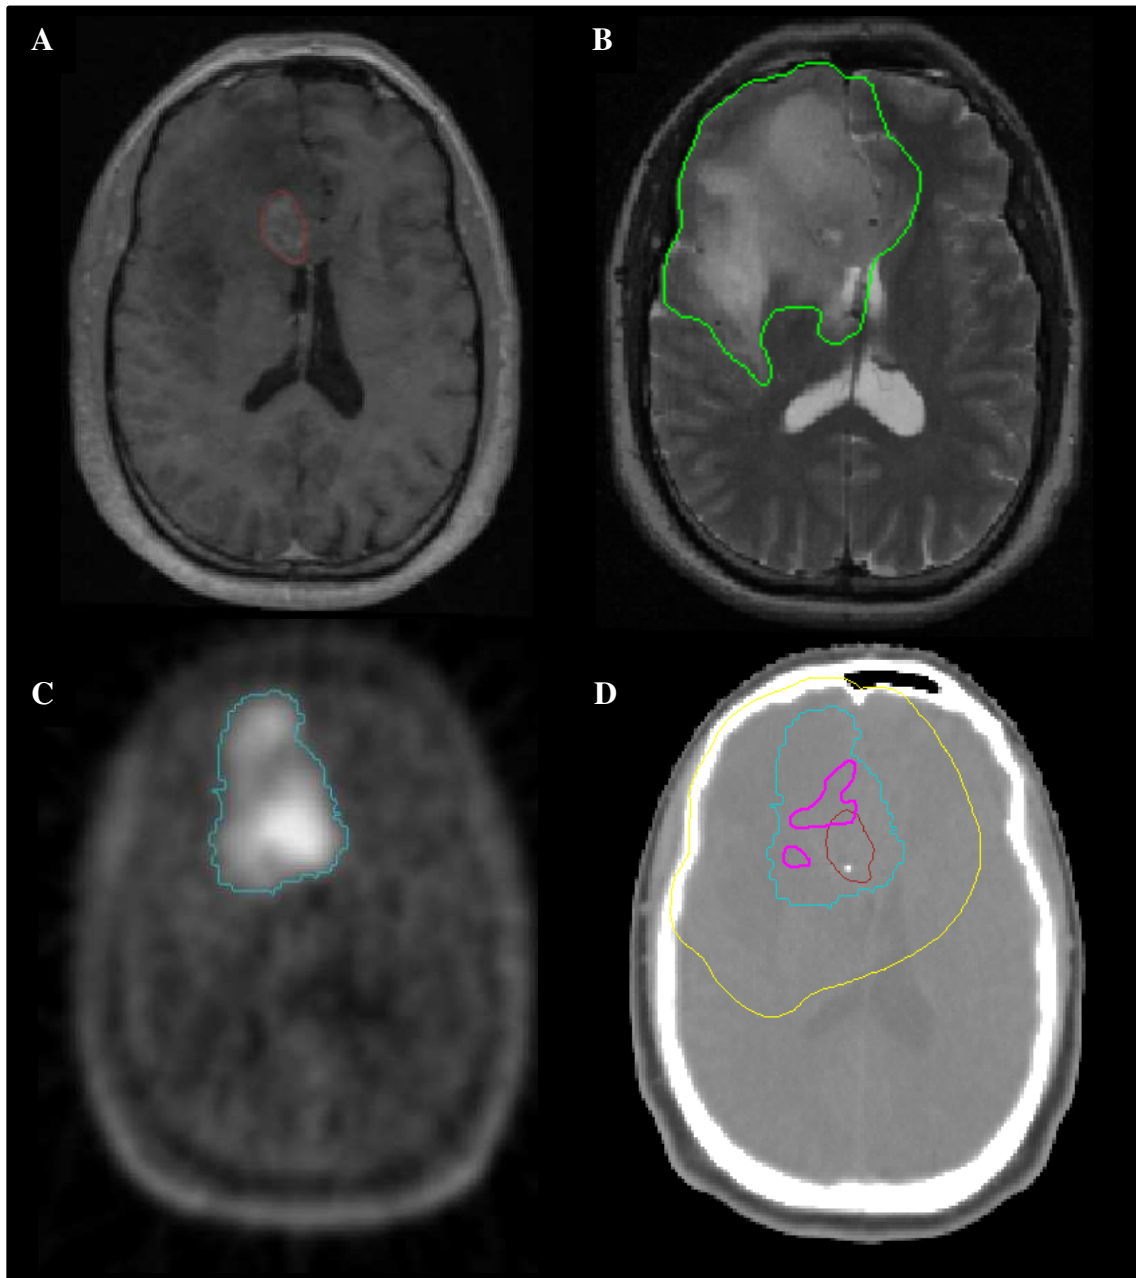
Patient mit extensiven nicht-kontrastmittelaufnehmenden, jedoch PET-positiven Tumoranteilen
